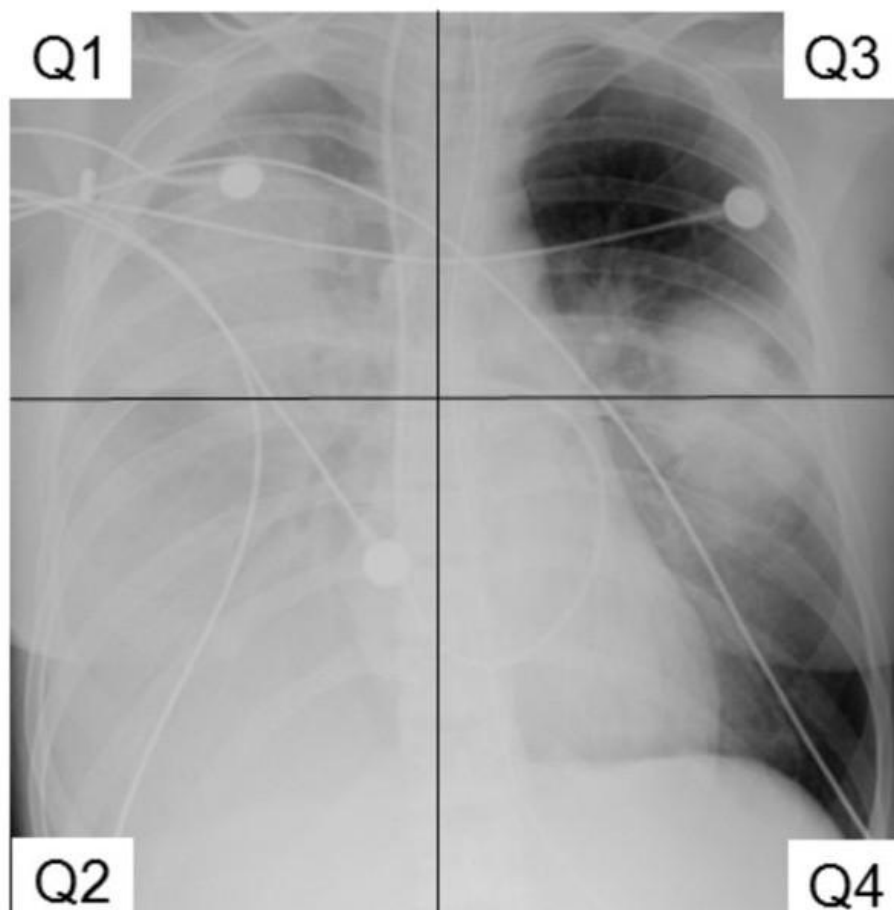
Consolidation and density scoring in the Radiographic Assessment of Lung Oedema (RALE) score Melissa et al. (2019).
